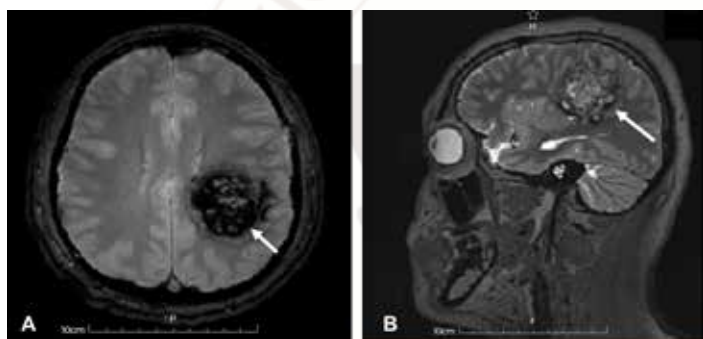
Se realizó la resonancia magnética del paciente en planos sagital y transversal con secuencias ponderadas en T1, T2, DP y FLAIR. En el corte transversal, en el lóbulo parietal izquierdo (A) se encontró una lesión de localización intraaxial y subcortical, de forma
